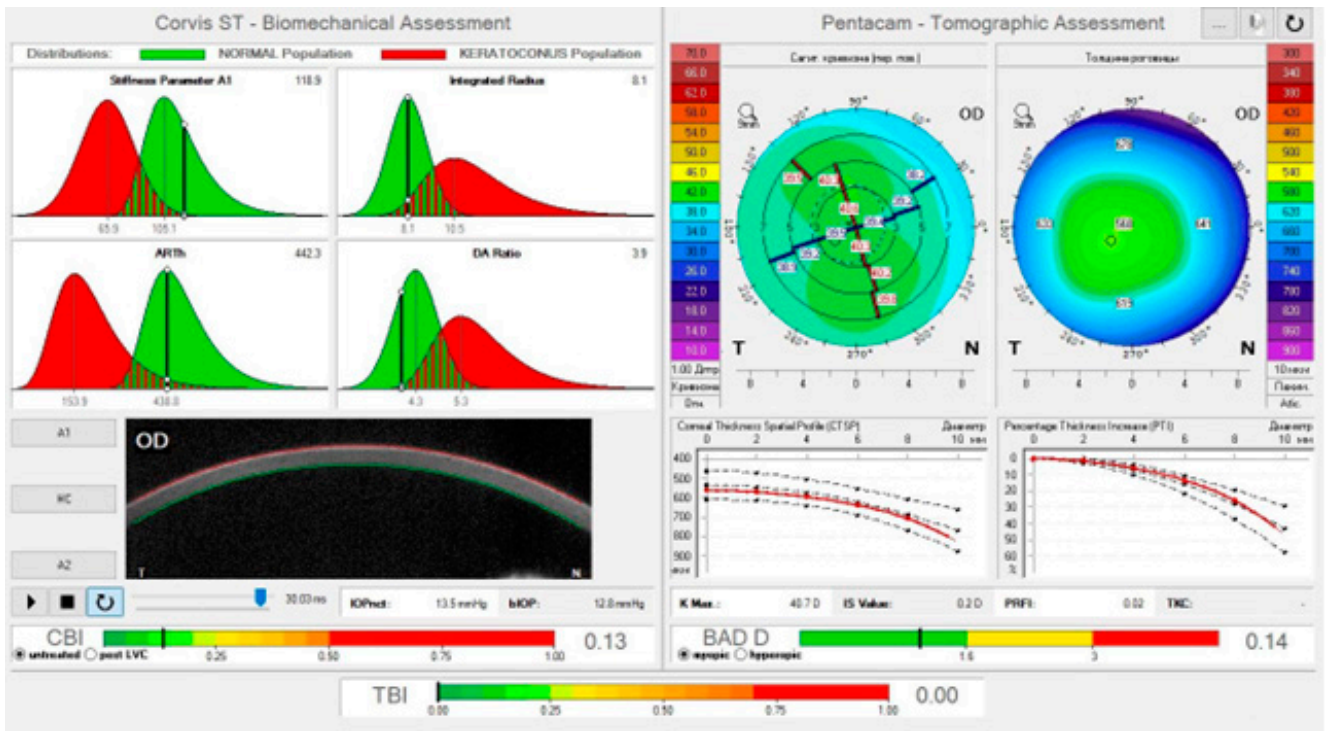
Biomechanical/Tomographic Assessment (ARV) иллюстрирует отдельно анализ биомеханических свойств в виде индекса CBI, анализ томографии в виде BAD D и результирующий индекс TBI, оценивающий биомеханические и томографические показатели с помощью ИИ. Каждый индекс отдельно отображен в виде цветовой шкалы.
